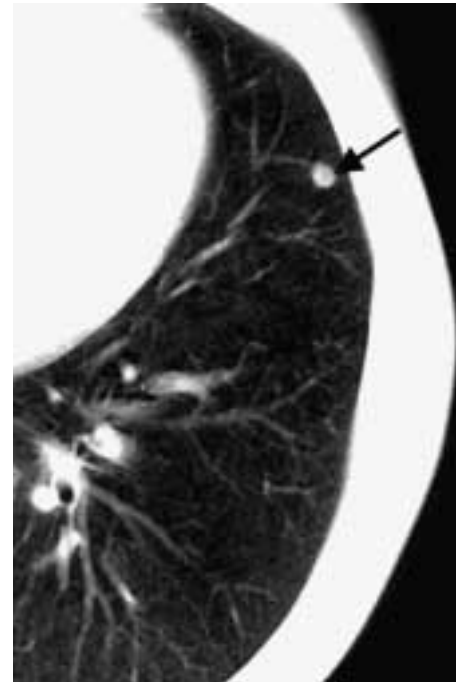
L'esame TC basale dimostra un nodulo indeterminato a limiti netti di diametro medio di 8 mm in sede lingolare (freccia). L'indagine FDG-PET non aveva evidenziato significativa captazione del tracciante metabolico in tale sede. Il soggetto fu sottoposto a prelievo agobiottico della formazione nodulare con il rilievo di atipie cellulari. All'esame istologico del pezzo operatorio, in seguito ad intervento chirurgico di resezione polmonare (lobectomia), fu posta la diagnosi di amartodroma.
